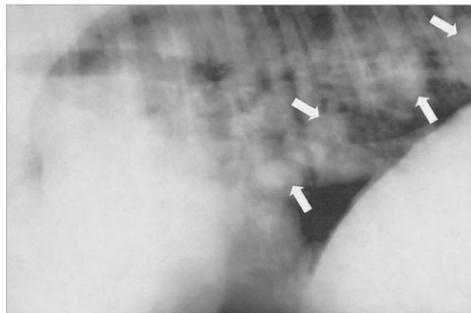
R. equi* 폐렴에 감염된 망아지의 흉부방사선, 불분명한 국소적 경화와 폐포 양상이 보임(화살표). (J Am Vet Med Assoc 1985;186:593-599).
